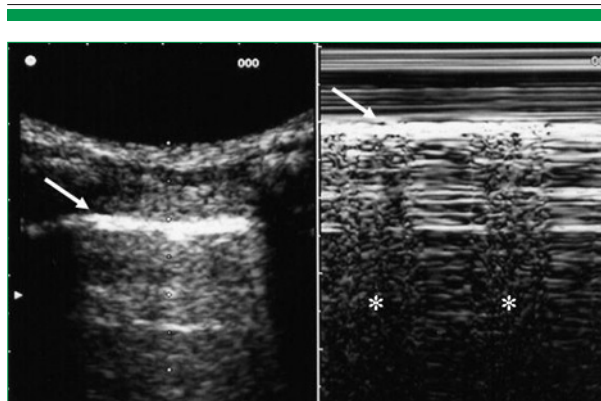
Polmone normale. Ecografia 2D o B-mode documenta, in *real time*, lo scorrimento pleurico (*gliding sign*), non riproducibile nell'immagine statica (a sinistra) ma desumibile con l'applicazione M-mode (a destra), che evidenzia il movimento attraverso il cosiddetto "seashore sign" (*). La freccia indica la linea pleurica.
